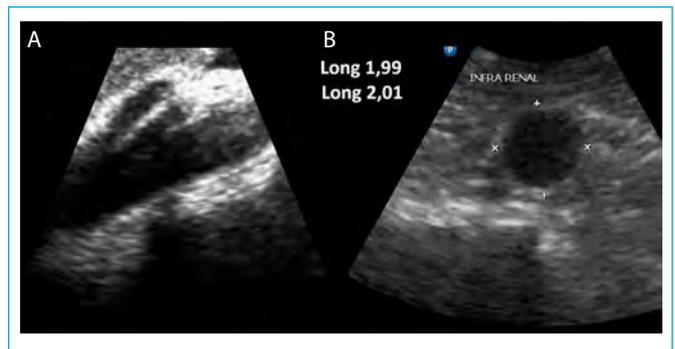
Imágenes obtenidas con el transductor para estudio de ecocardiografía. A: vista longitudinal donde se identifica el origen de arteria mesentérica superior; B: vista transversal con mediciones a nivel de la aorta infrarrenal
